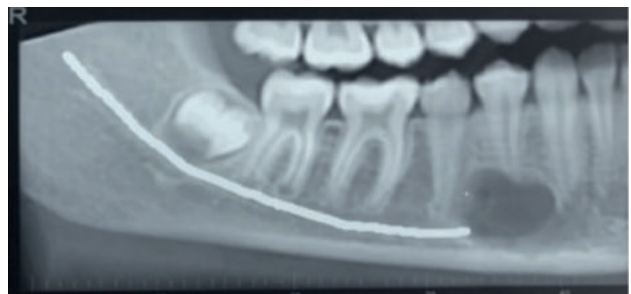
Corte panorámico CBCT mandibular.
